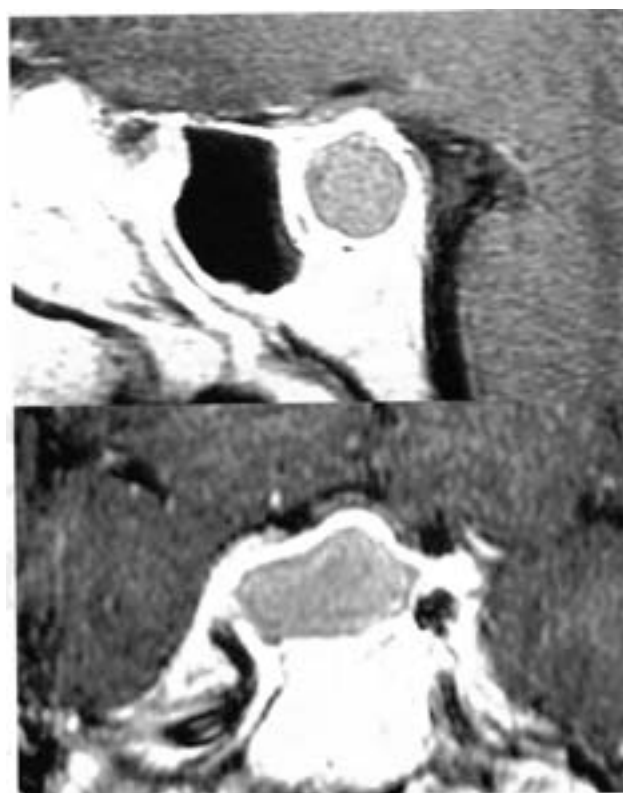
Necrosis (infarto) del adenoma hipofisario. RM con contraste: lesión homogénea isointensa en T1, captación de contraste en la periferia. (caso 3).
